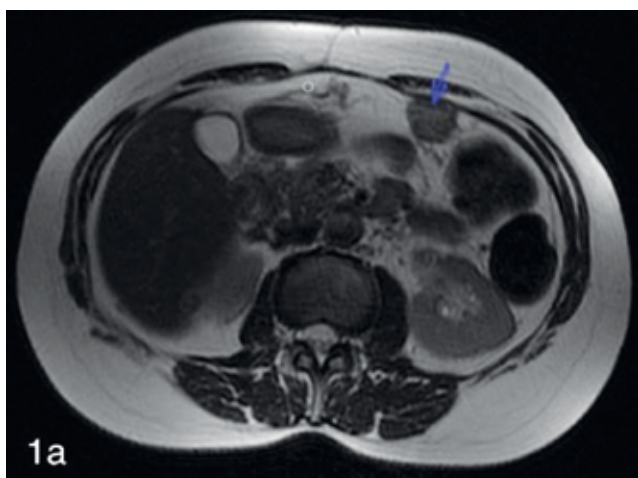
(а, б). МРТ органов брюшной полости и малого таза от 15.01.2018 г. Рисунок 1а: T2-ВИ, аксиальная плоскость. Патологическое образование по внутренней поверхности передней брюшной стенки (указано синей стрелкой), размерами 24х30 мм. Рисунок 1б: T2-ВИ, аксиальная плоскость. Инфильтрат в левой подвздошной области неправильной формы (указано красными стрелками). Патологический очаг в прилежащих отделах левой подвздошной кости (зеленая стрелка).
